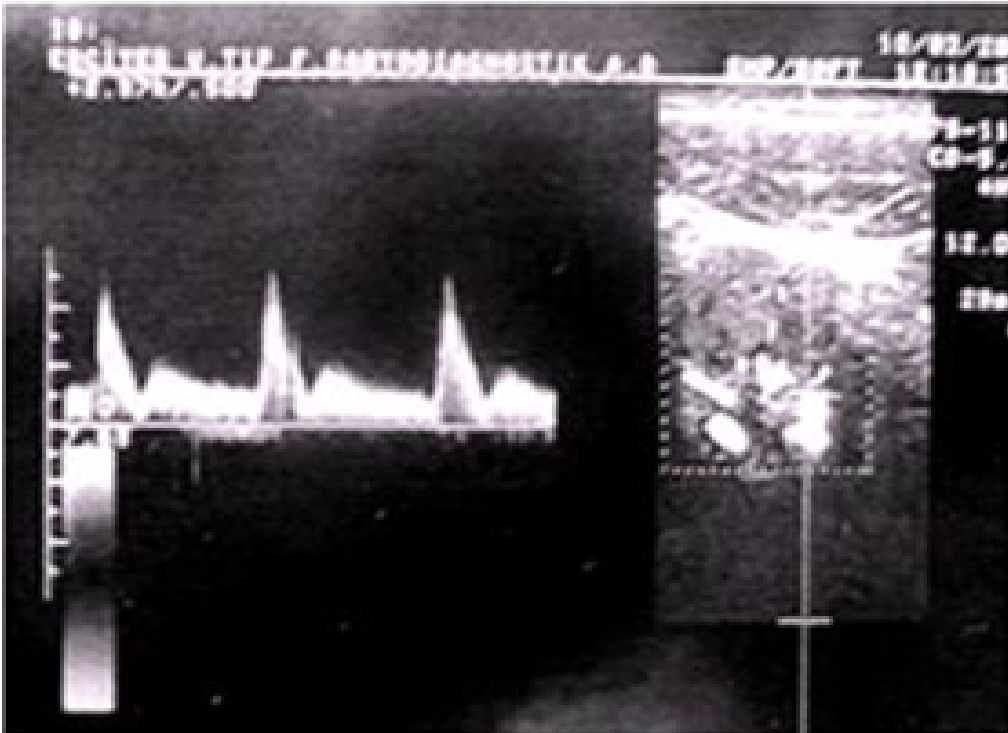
L'écho-doppler dans le plan axial a montré une lésion solide hyper vasculaire
